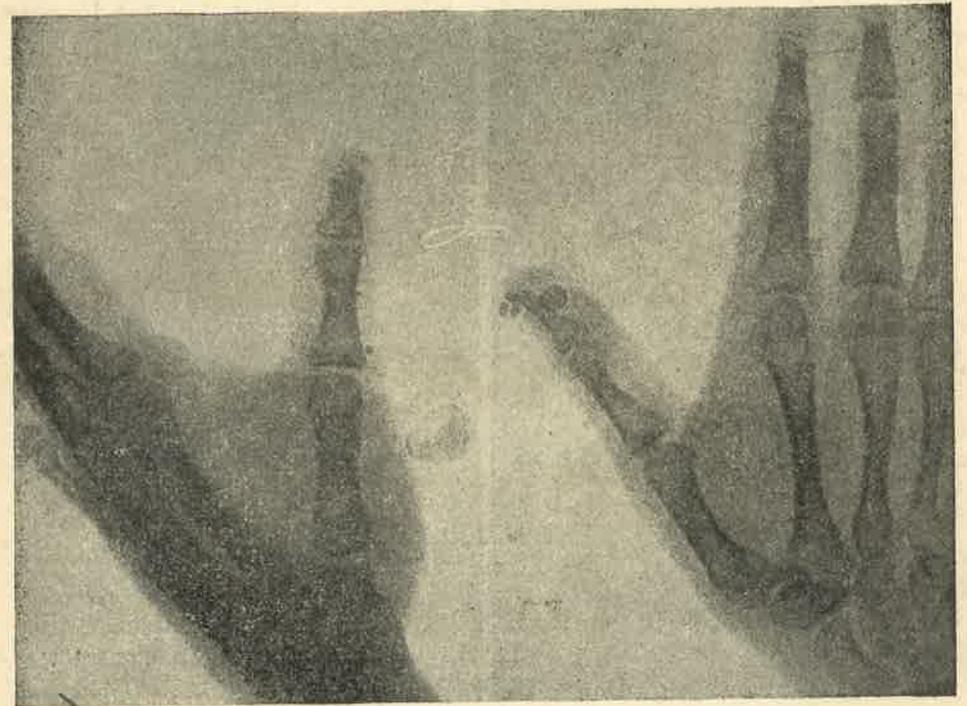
Figura n.º 7 — Radiografia 26-3-1940 — Caso III
